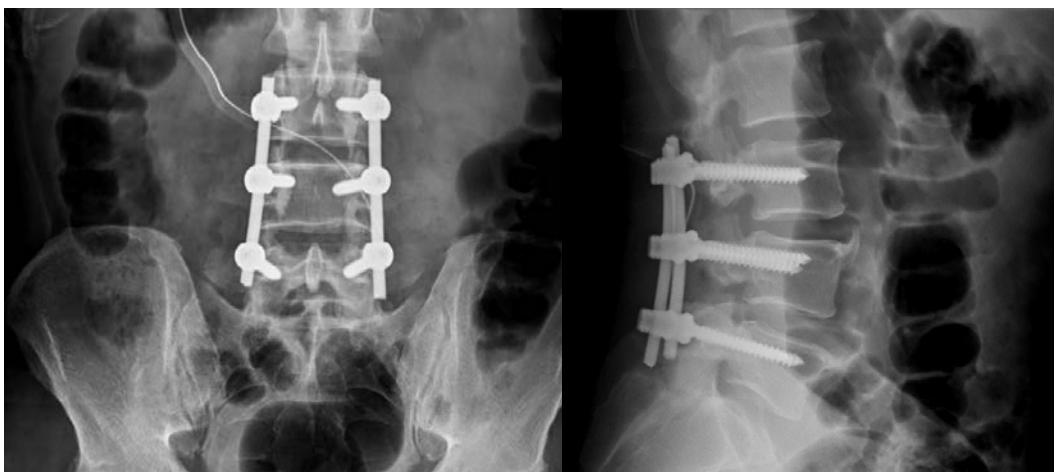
Послеоперационная рентгенограмма – фронтальная и боковая проекция. Транспедиккулярная металлоконструкция на уровне позвоночно-двигательного сегмента L_{III}–L_{IV}–L_V
